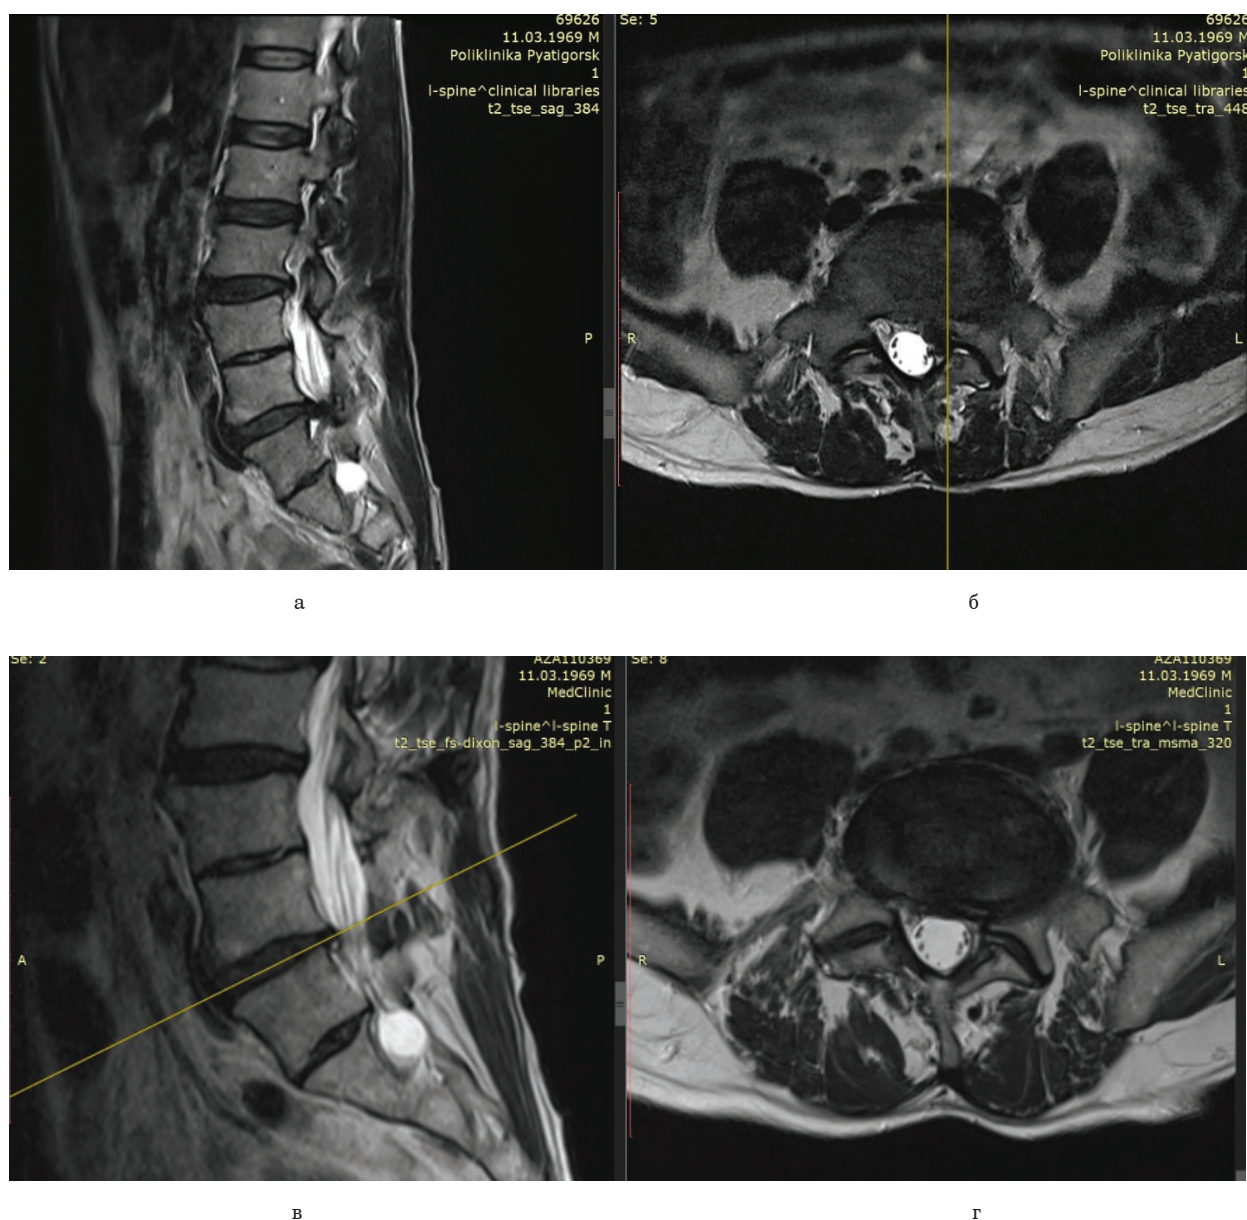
Данные МРТ пациента 56 лет. Сагиттальные (а) и аксиальные (б) срезы до лечения показывают левостороннюю грыжу диска L_5-S_1 . Последующие изображения, сделанные через 4 месяца PRP-терапии, сагиттальные (в) и аксиальные (г) срезы, показали резорбцию грыжи диска
